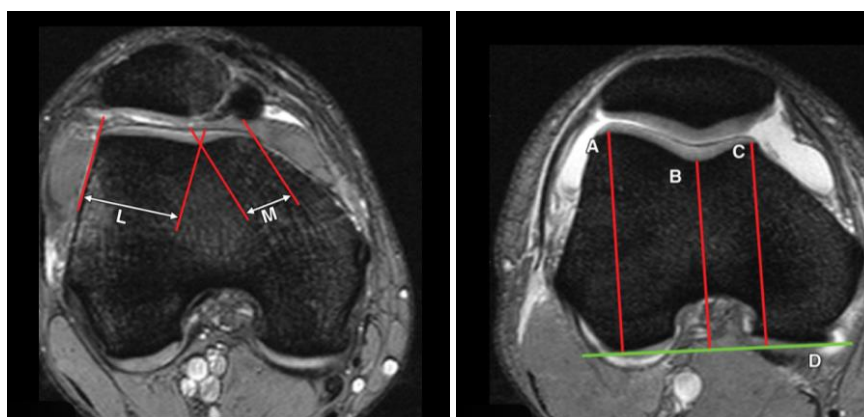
Совместные измерения на МРТ позволяют оценить углы, смещение и положение надколенника относительно бедренного мыщелка — важные параметры для предоперационного планирования.
